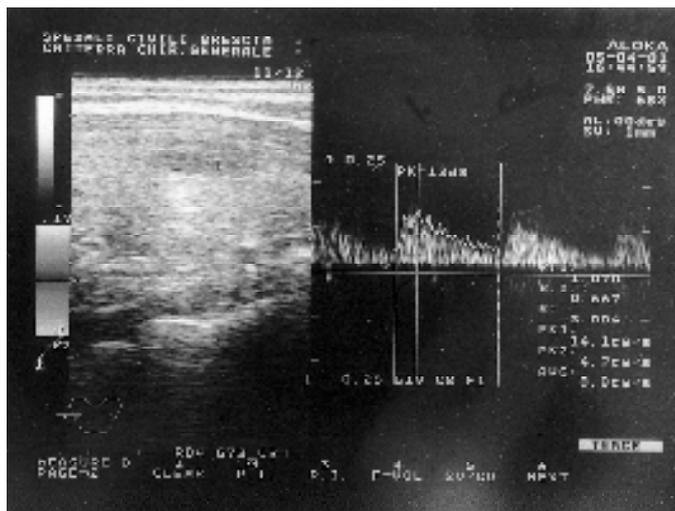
Ecolor Doppler di nodulo solido, ipocogeno, lobo destro della tiroide; vascolarizzazione di tipo IIIa con Vps 14,1 cm/sec. Verifica istologica: adenoma follicolare.
